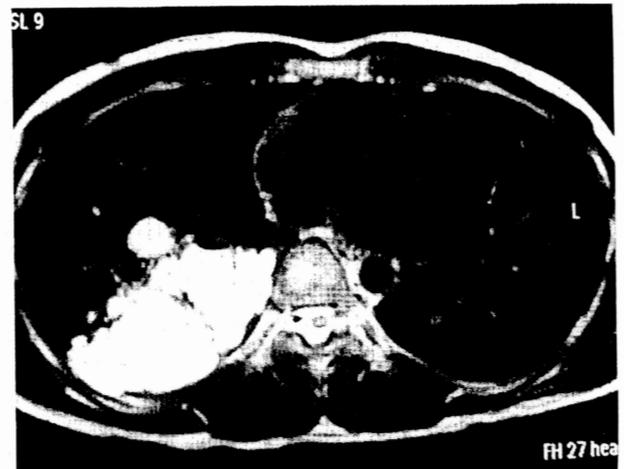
MRI of the chest showing a high signal intensity on T2-weighted images.
